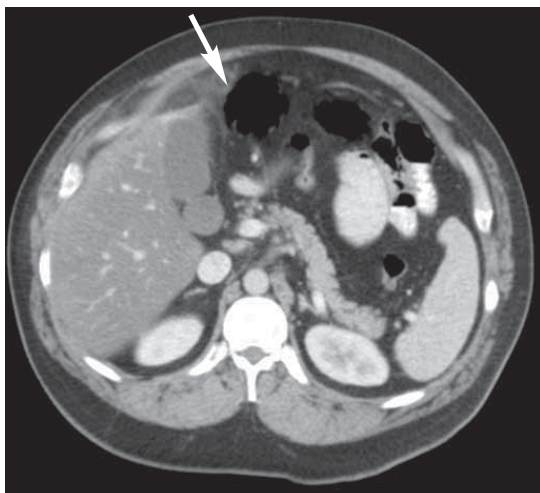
Воспаление жировой подвески. У пациента боль в правых отделах живота. КТ с контрастным усилением показало наличие кольцевидного поражения с точкой в центре (*стрелка*) и ассоциированные воспалительные изменения в сальнике кпереди от поперечной ободочной кишки.
